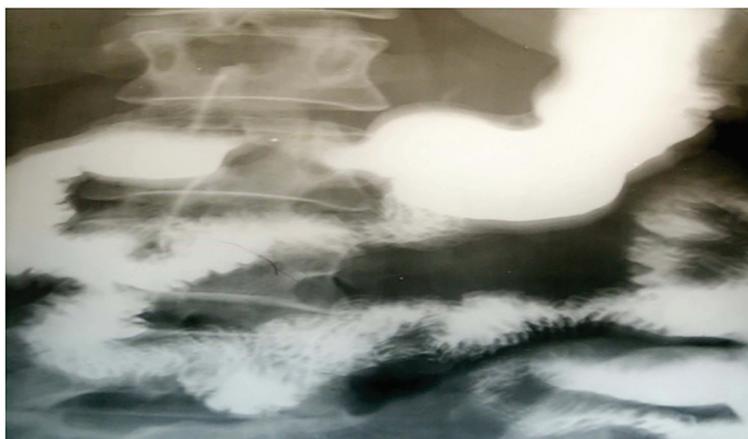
Рентгенограмма больного после операции ПАДЕС. Имеется выраженный синдром «слепого мешка»
